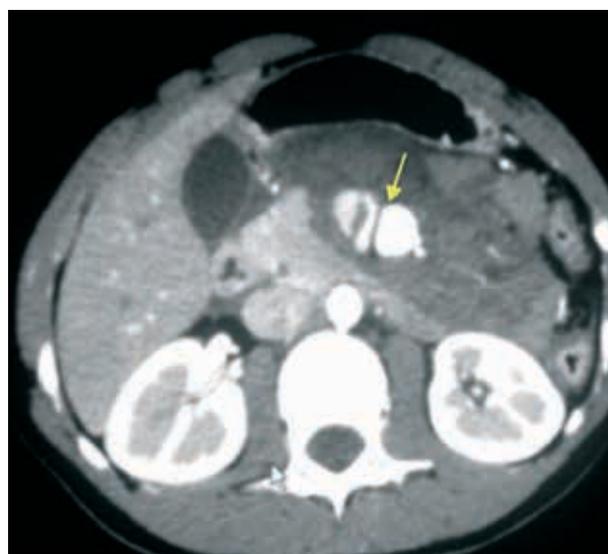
Angio-TC urgente que evidencia un aneurisma de la AMS a 4 cm del ostium, con signos de sangrado.
